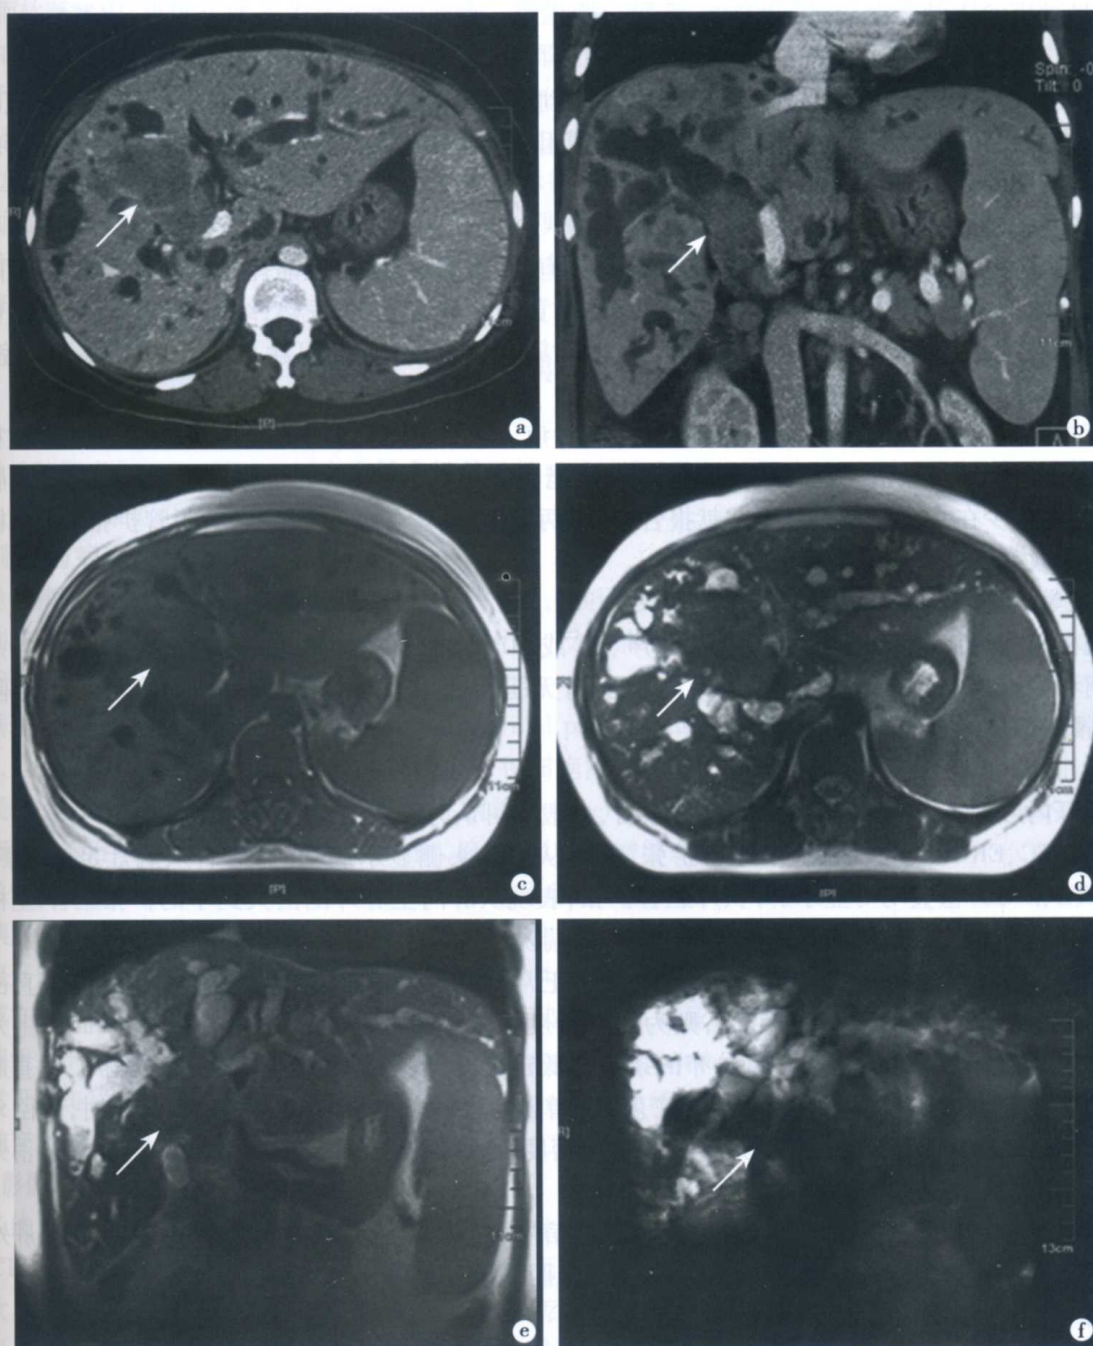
高位胆管癌 CT 和 MRI 表现
